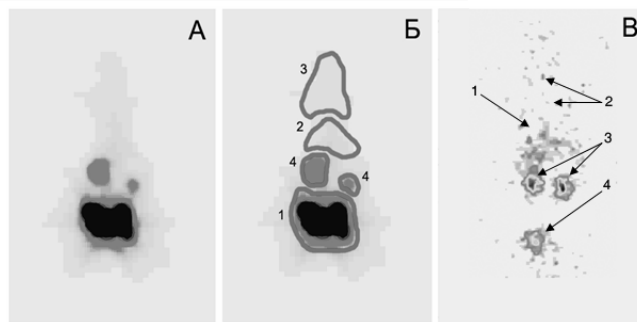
Результаты исследования бактериальной транслокации из приводящего отдела тонкой кишки при странгуляционной непроходимости кишечника методом динамической и статической сцинтиграфии. А – Динамическая сцинтиграфия. Суммационная сцинтиграмма за 4 часа исследования: регистрируется экстраинтестинальное распространение меченых бактерий. Б - Динамическая сцинтиграфия. Суммационная сцинтиграмма за 4 часа исследования с обозначенными зонами интереса: 1 – кишечник (место введения БРП); 2 – печень; 3 – мягкие ткани; 4 – почки. В – Статическая сцинтиграфия после экстирпации кишечника: 1 – печень; 2 – мягкие ткани; 3 – почки; 4 – мочевого пузыря.
